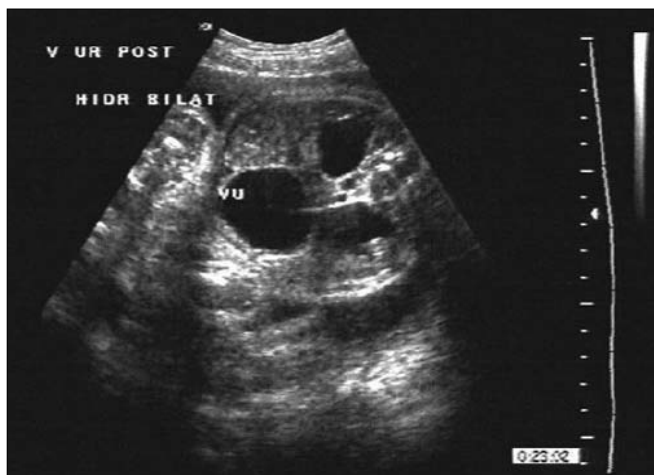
Ecografie fetală (colecția Dr. A.M. Pop): VUP, hidronefroză bilaterală
